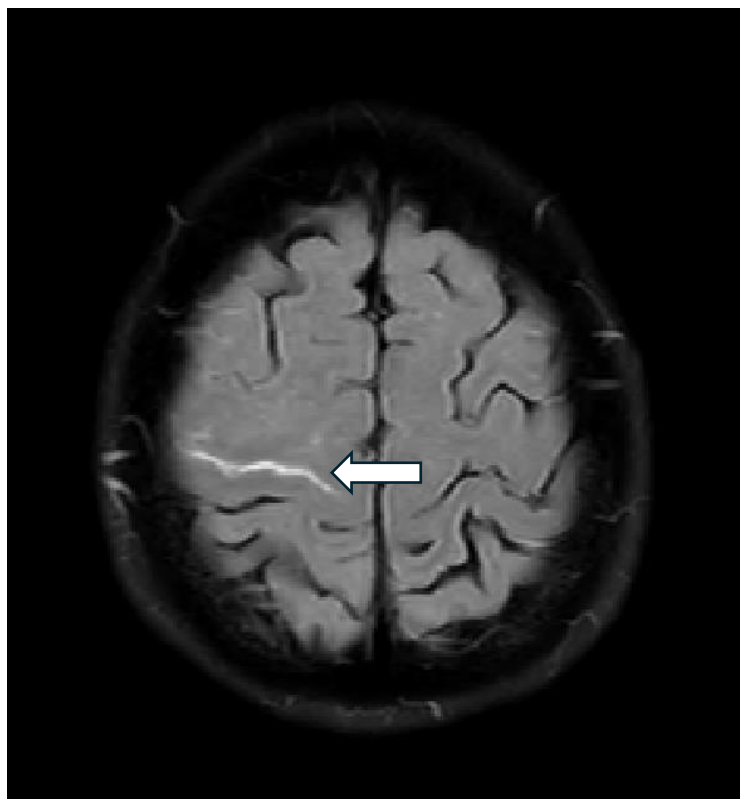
MRT FLAIR. Der weiße Pfeil zeigt eine hyperintens dargestellte kSAB im Sulcus centralis rechts.
